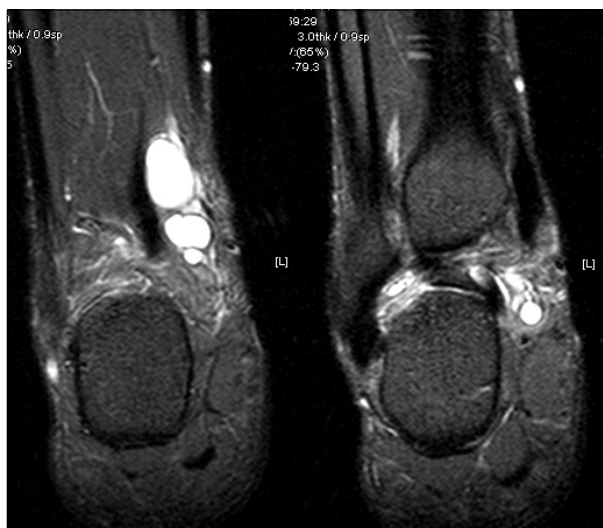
Coronal MR images show two separated round cystic lesions along the course of the posterior tibial nerve and the medial plantar nerve.
